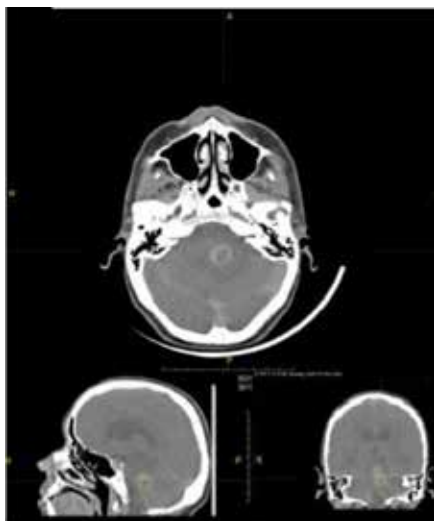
КТ ГМ от 03.03.21.
